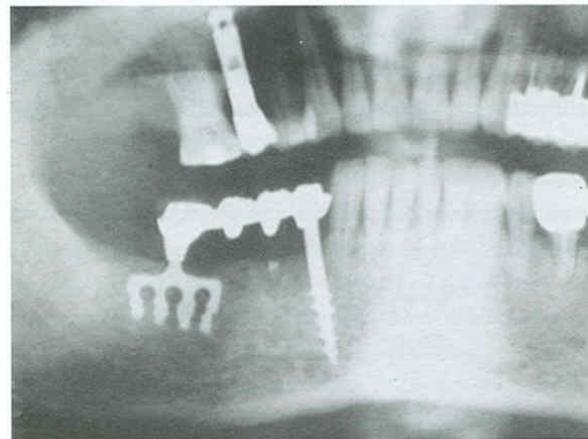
Radiografía tomada más de tres años después de la carga inmediata (22.11.2000/19.02.2004).
